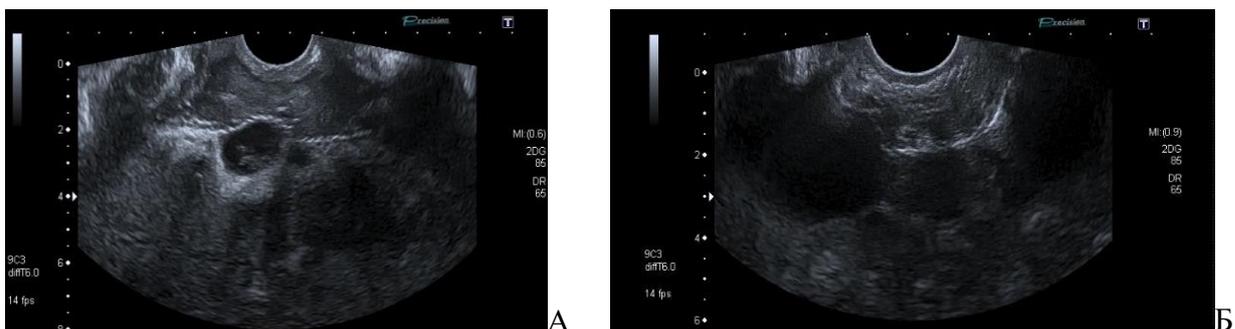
2D-УЗИ, В-режим. А - расположение тканей относительно рукавов сетчатого импланта, 7 сутки после установки импланта (1а подгруппа) по поводу опущения стенок влагалища с формированием цистоцеле. Жалобы на СНМ купировались после операции. Б – 10 месяцев после операции
